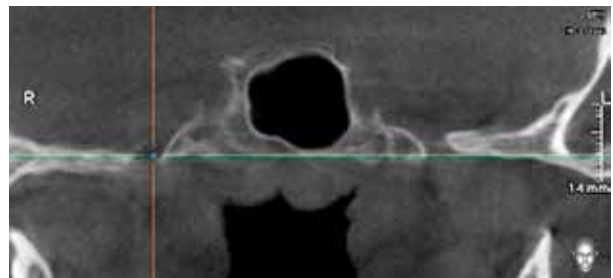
Конуснопроменева комп'ютерна томографія. Фронтальна проекція
